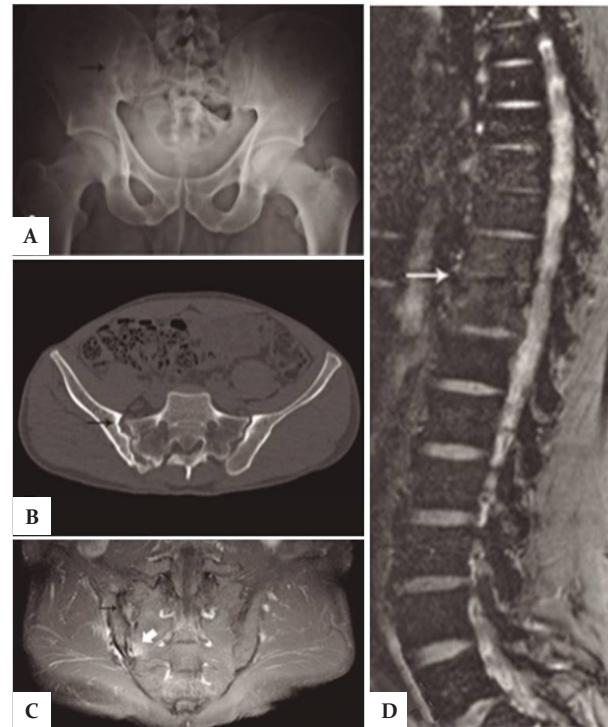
(A) Radiografía simple de cadera donde se observa amplia zona de erosión con remodelación ósea de la articulación sacroilíaca derecha sobre su borde ilíaco (flecha negra corta), lo cual se corrobora en tomografía con ventana para hueso (B) donde se hace más evidente la esclerosis en este sitio; en la resonancia magnética en corte coronal oblicuo potenciada en T1 con saturación grasa y aplicación de gadolinio (C) posterior al tratamiento se corrobora la esclerosis descrita, sin embargo, también se muestra zona de sacroileítis en la porción inferior de la articulación (flecha blanca gruesa). Resonancia magnética en T2 con saturación grasa sagital (D) donde se observa disminución en la señal del disco intersomático D10-D11 acompañado de hiperintensidad de los platillos vertebrales adyacentes (flecha blanca delgada), lo cual pudiera corresponder con incipiente espondilitis, aunque cabe destacar que en este caso no se muestra componente de tejidos blandos.
